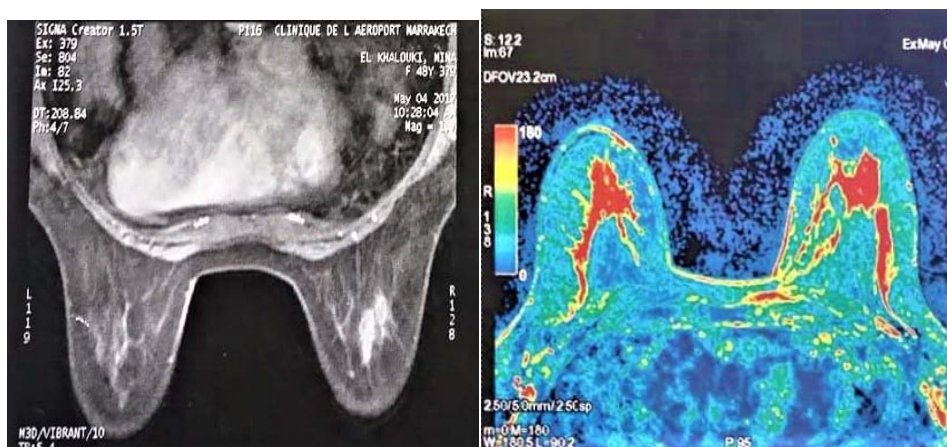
l'IRM objective une ectasie canalaire rétro-aréolaire droite mesurant 5 mm siège d'une lésion nodulaire intra canalaire se rehausse après injection du PDC.
